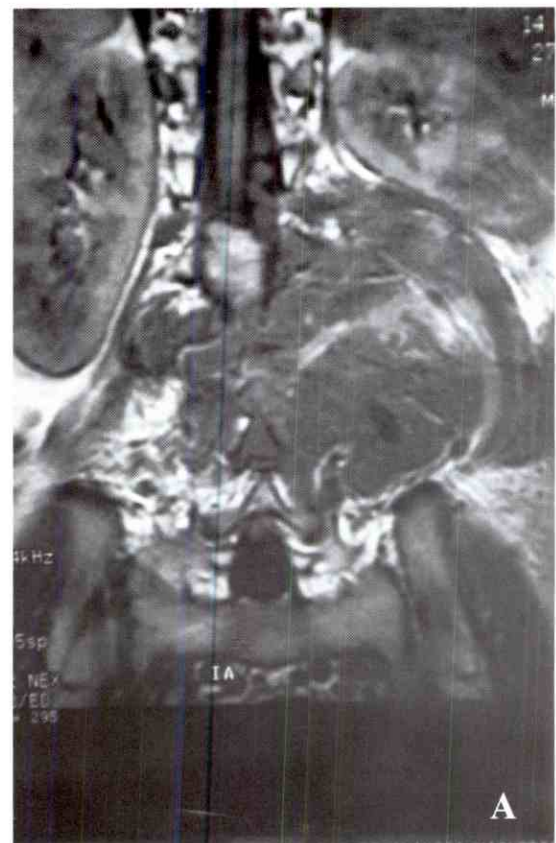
Imágenes Preoperatorias de IRM corona
